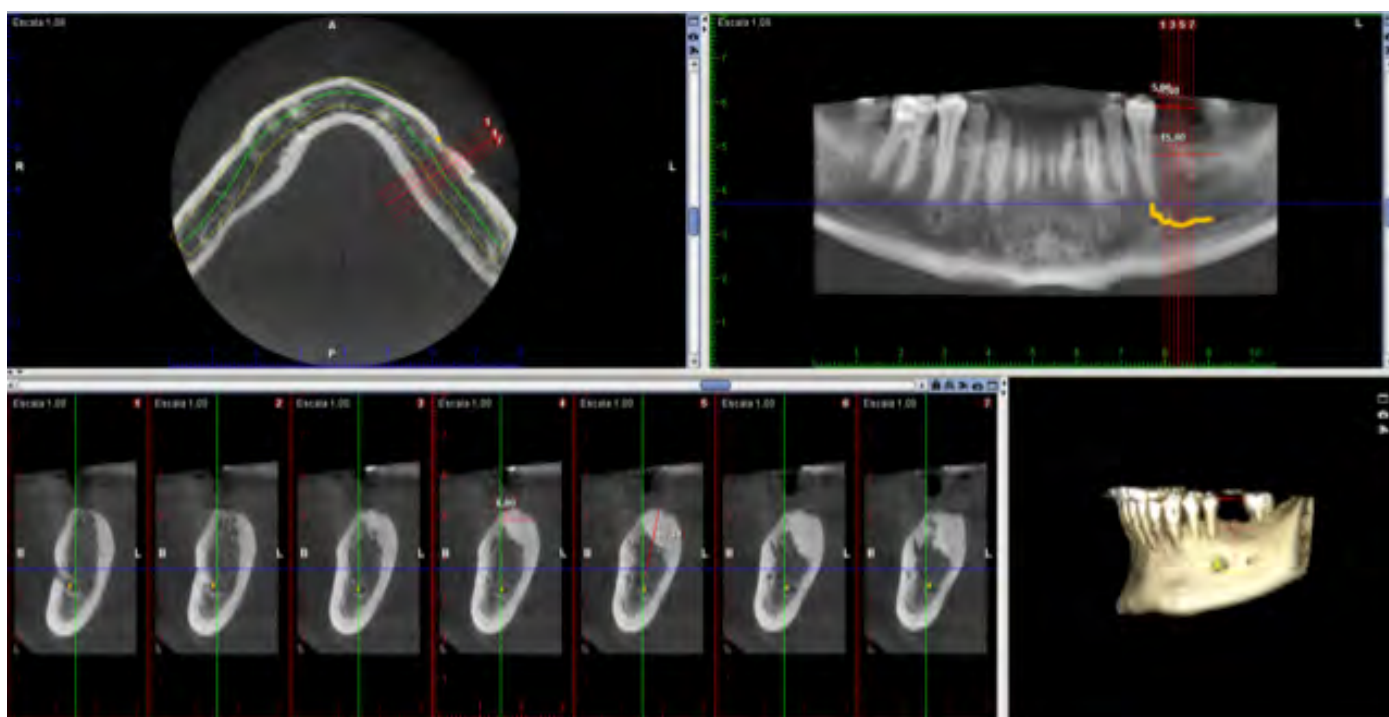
Vista de los cortes del CBCT en zona 3.6.
